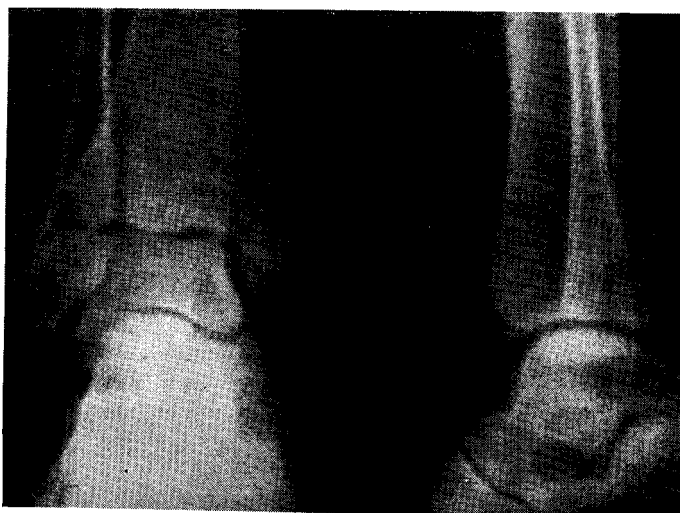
Косой перелом внутренней лодыжки без смещения. Рентгенограмма.
